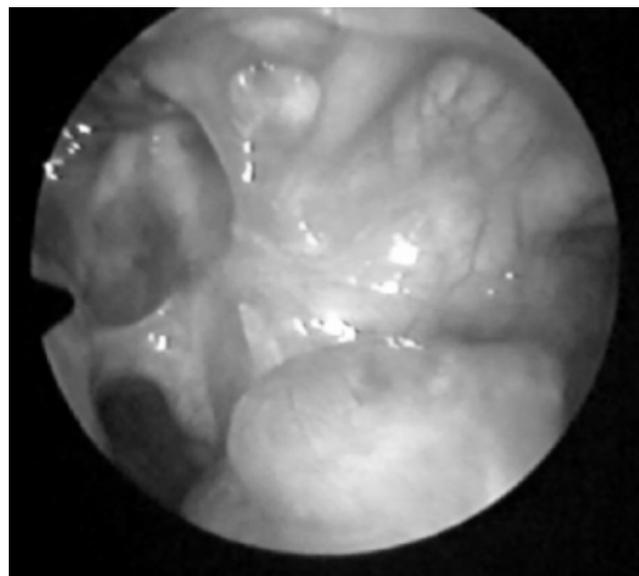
Nasosinucopia realizada un año después de la cirugía, donde se evidencia un pequeño quiste de retención, el cual fue observado en el TAC simple de senos paranasales de 1 año de posoperatorio.
